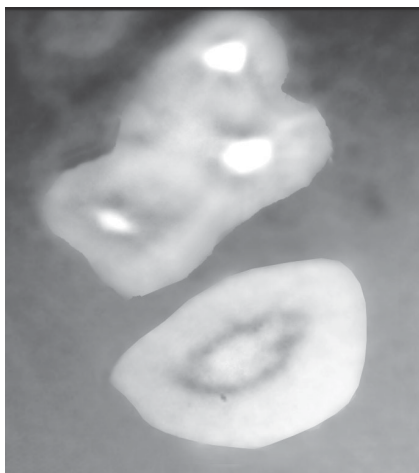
Конусно-променева томографія. Неякісне ендодонтичне лікування мезіального щічного каналу першого верхнього моляра
